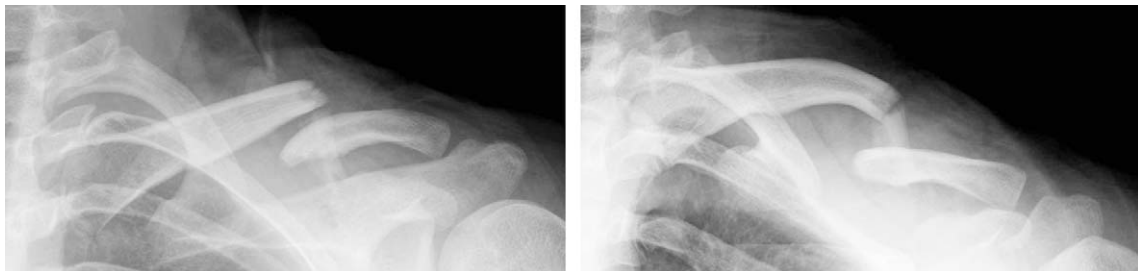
The preoperative radiograph of a 31 year old male shows displaced and angulated clavicular fracture after a traffic accident.
